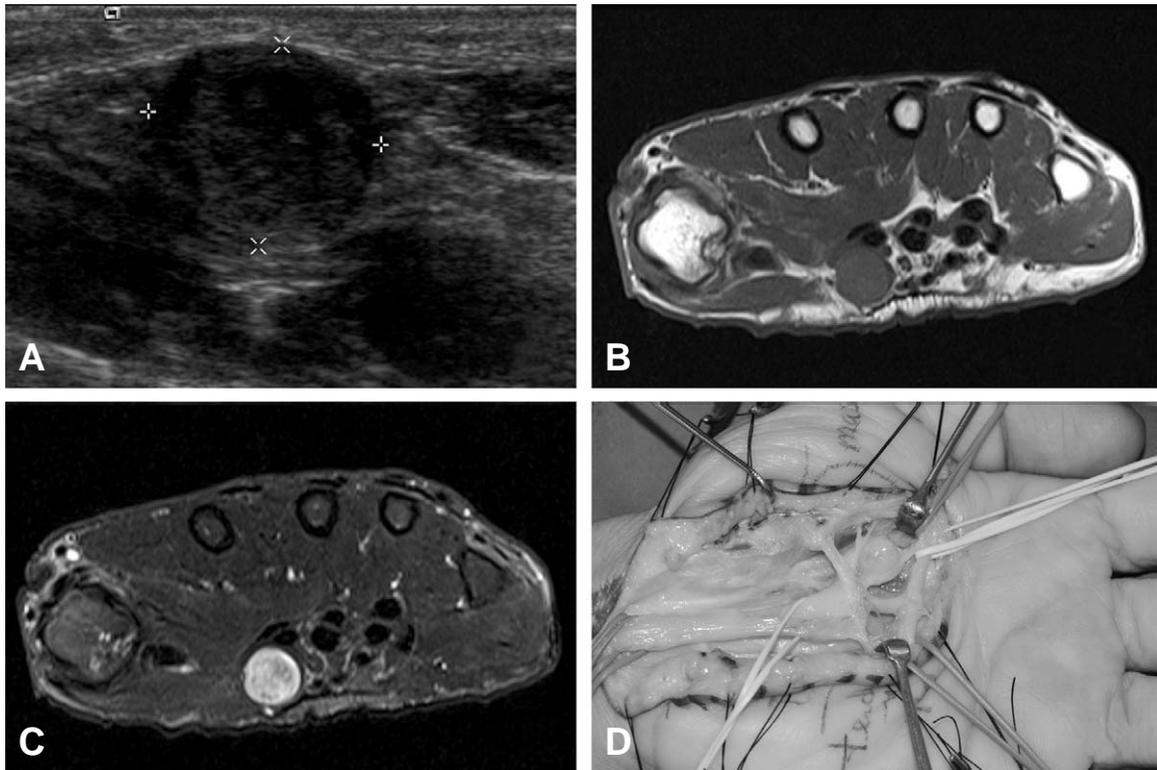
(A) Ultrasonographic image shows an avoid hypoechoic mass. (B) Axial T1-weighted magnetic resonance image shows mass with low signal intensity near the thenar muscle. (C) Axial T2-weighted magnetic resonance image shows mass with high signal intensity near the thenar muscle. (D) The yellowish-white colored ovoid mass was identified in the median nerve at the bifurcation between the common digital nerve of the thumb and the index.
